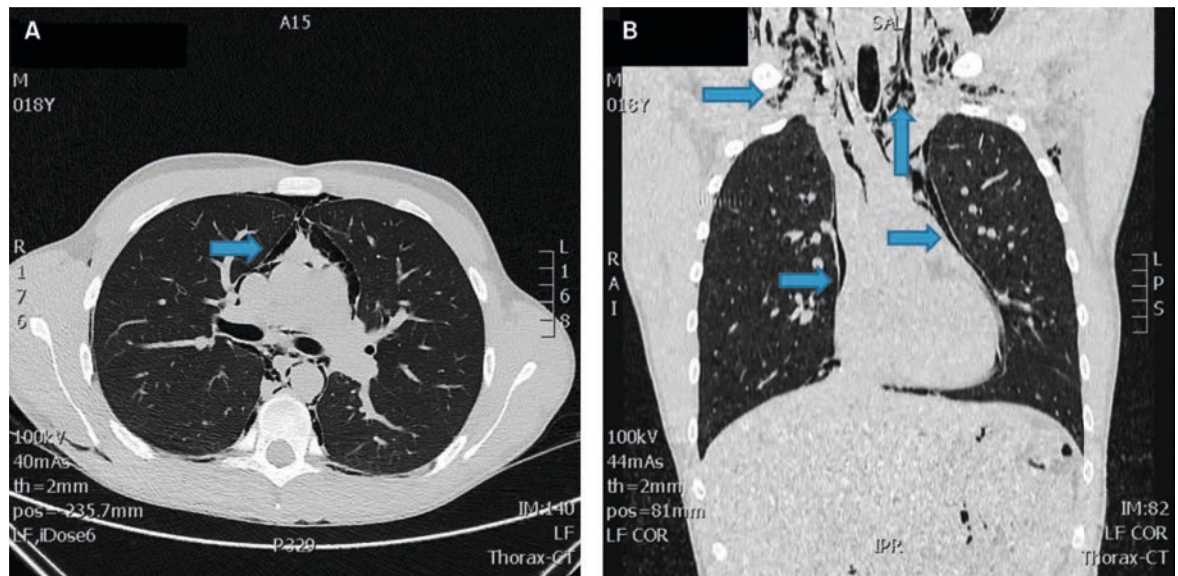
Computertomographie des Thorax, Transversalschnitt (A) und koronare Rekonstruktion (B).
